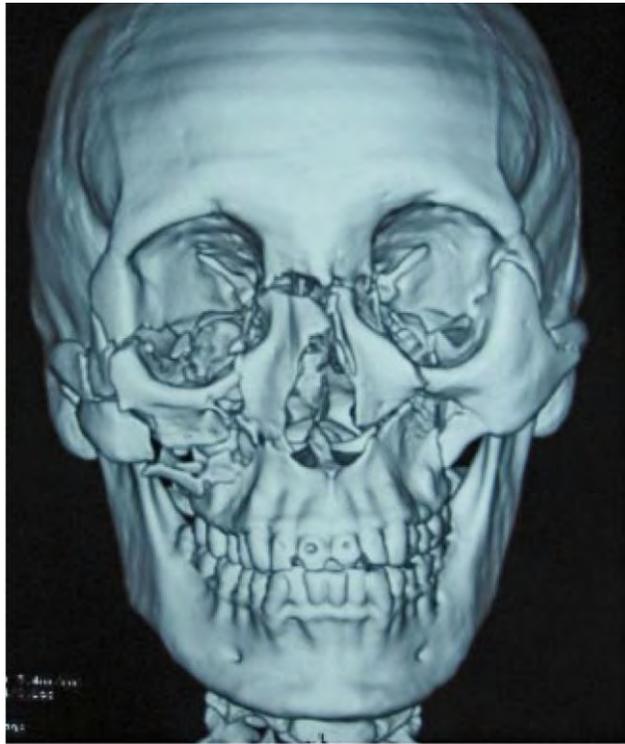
Tomografía computarizada que muestra tercio medio facial con múltiples trazos de fractura.<sup>26</sup>
